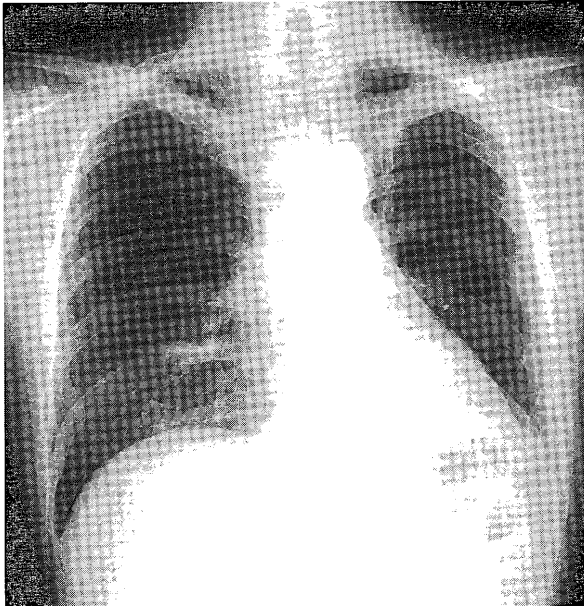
Chest X-ray on admission showing faint fibrous changes in the mediastinal side of both upper lung fields (within the radiation portal).
